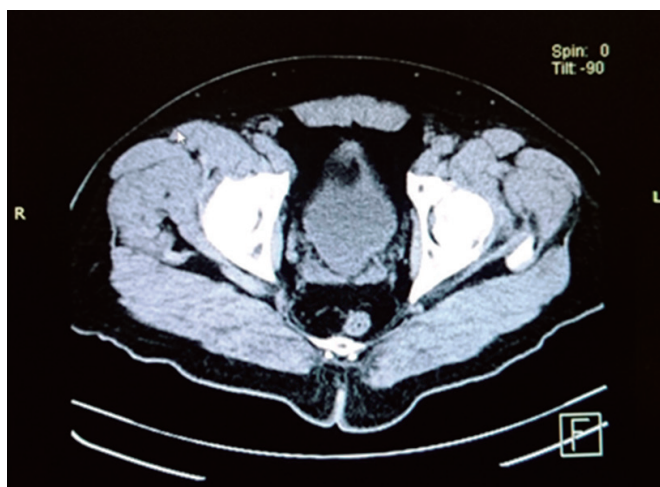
Tomografía axial computarizada (TAC) abdomino-pélvica en fase simple con remanente uracal quístico entre pared vesical anterior y cicatriz umbilical.
